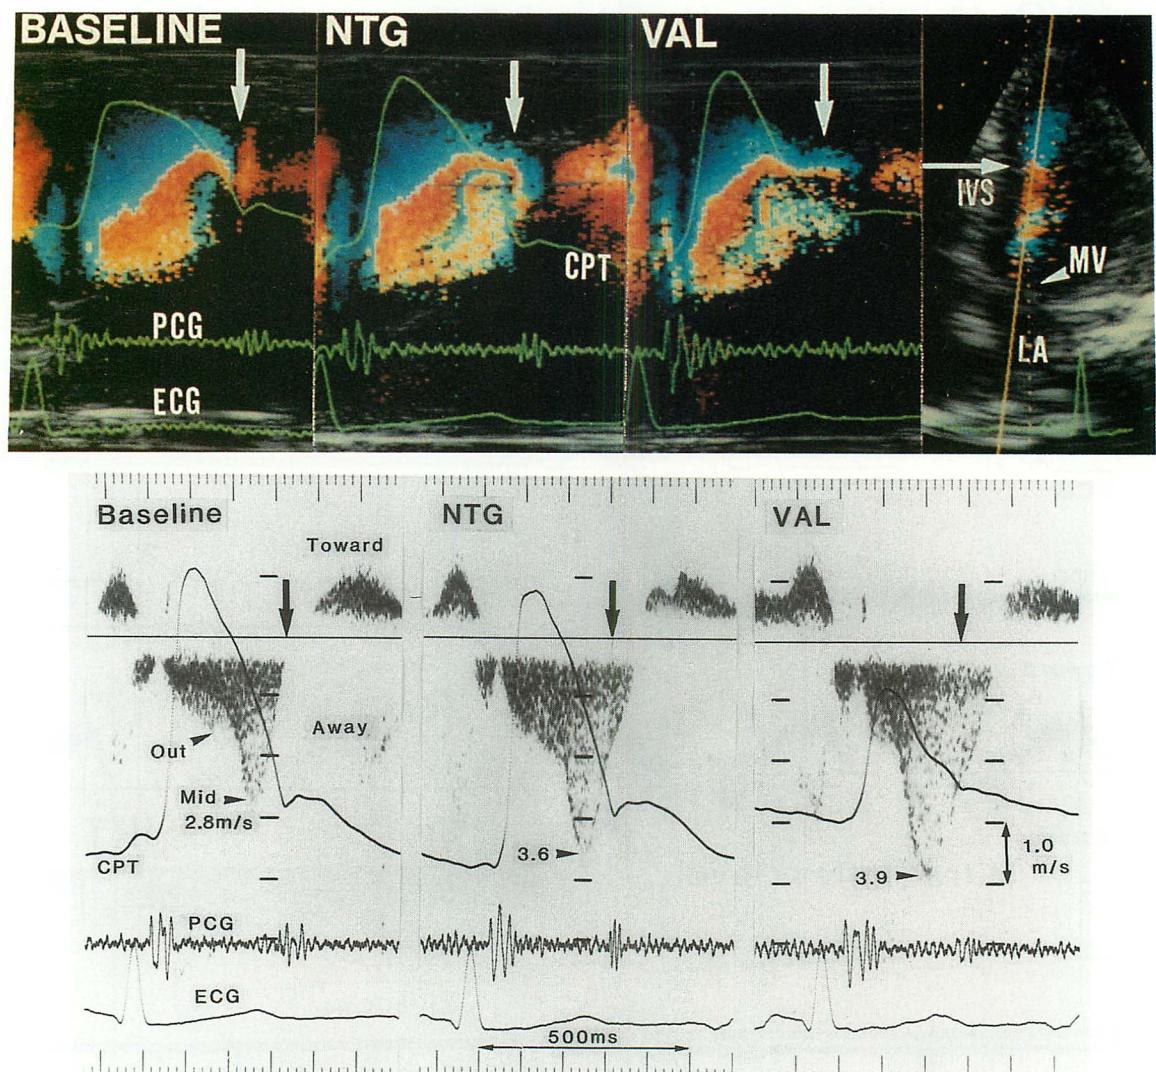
Apically approached M-mode color Doppler and continuous wave Doppler echocardiograms before and after sublingual nitroglycerin and Valsalva maneuver in MVO (Case 2).
